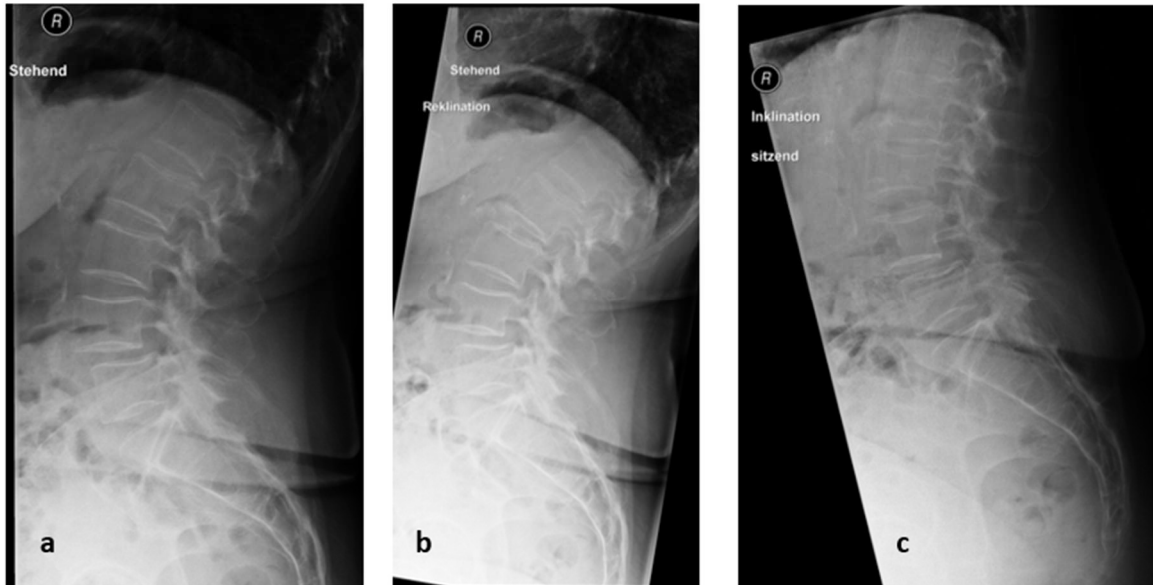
Laterale Röntgenaufnahmen bei Vorliegen einer degenerativen Spondylolisthese L4/5 Meyerding Grad 1. a) Stehend, b) Inklination, c) Reklination.
